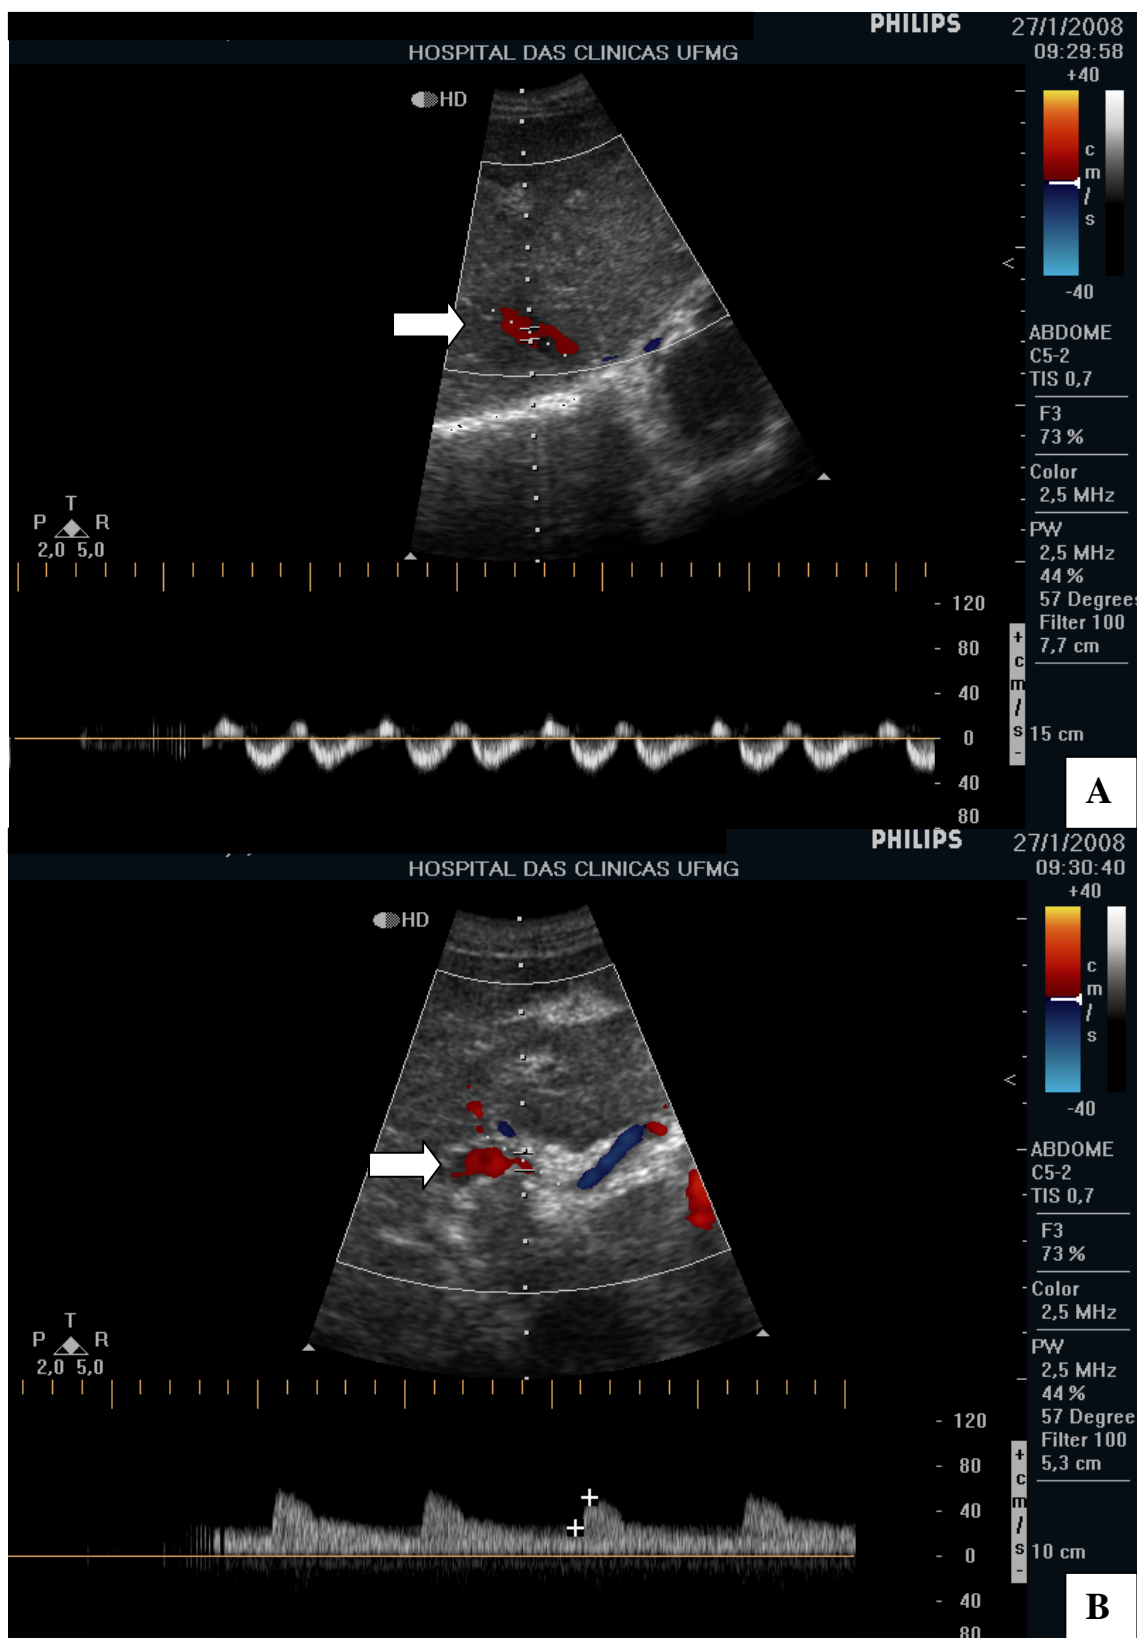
Ultrassonografia com Doppler realizada no pós-operatório tardio de tratamento para hipertensão porta esquistossomática por desconexão portavarizes, esplenectomia total e implantes esplênicos autógenos. A) Veia porta com trombose parcial (seta). B) Veia esplênica com trombose parcial (seta). Paciente nº 75.
